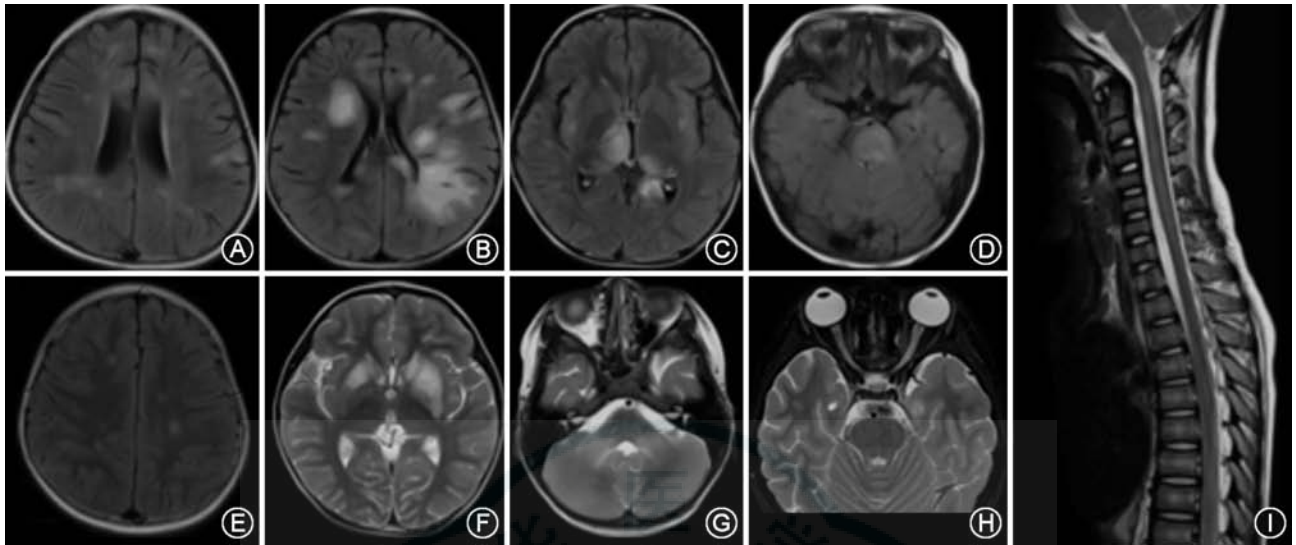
1例急性播散性脑脊髓炎患儿的MRI改变 A.轴位T₂Flair皮质及皮质下高信号病变;B.轴位T₂Flair侧脑室周围病变,呈斑片状高信号影,边界不清;C.轴位T₂Flair双侧丘脑非对称性高信号病变;D.轴位T₂Flair脑干稍高信号病变;E.轴位T₂Flair深部脑白质高信号病变;F.轴位T₂WI双侧基底节肿胀伴非对称性斑片状高信号影;G.轴位T₂WI双侧小脑斑片状高信号病变;H.轴位T₂WI双侧视神经肿胀、增粗;I.T₂WI全段颈髓肿胀伴高信号病变
